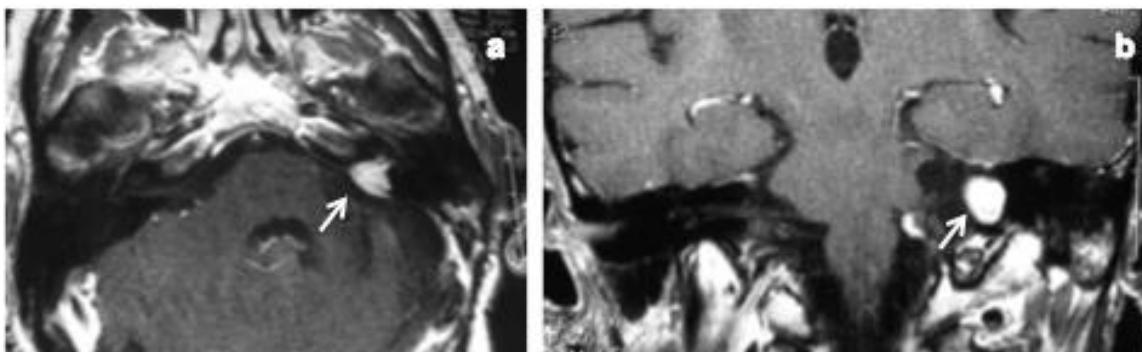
RM con contraste en cortes axial (a) y coronal (b) a los 69 meses de la primera intervención quirúrgica respectivamente. Se observa una captación de contraste tipo masa en CAI izquierdo (flechas).
